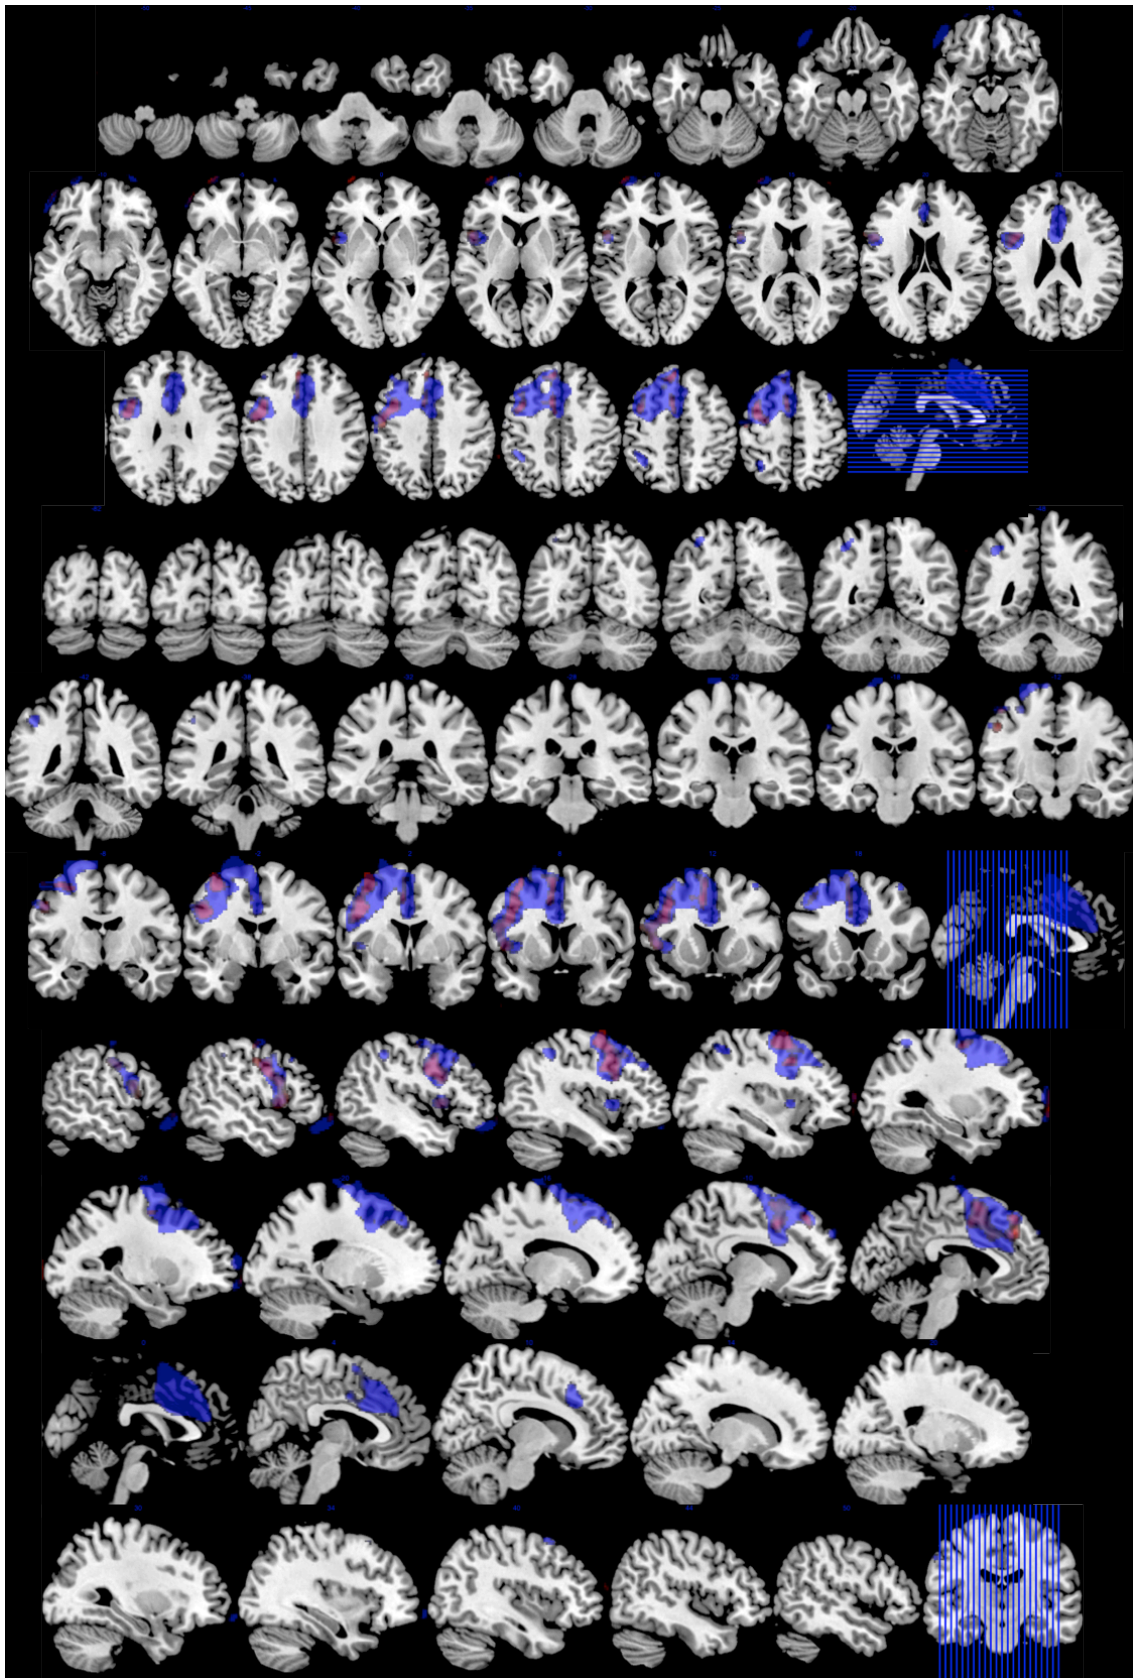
30. Topografía de la APP-G y APP-G plus. Regiones con menor metabolismo en el grupo de APP-G (rojo) y APP-G incluido *plus* (azul) con apoyo de imagen comparado con controles. Imagen superpuesta sobre Resonancia Magnética a partir del análisis realizado con SPM. Orientación neurológica.
